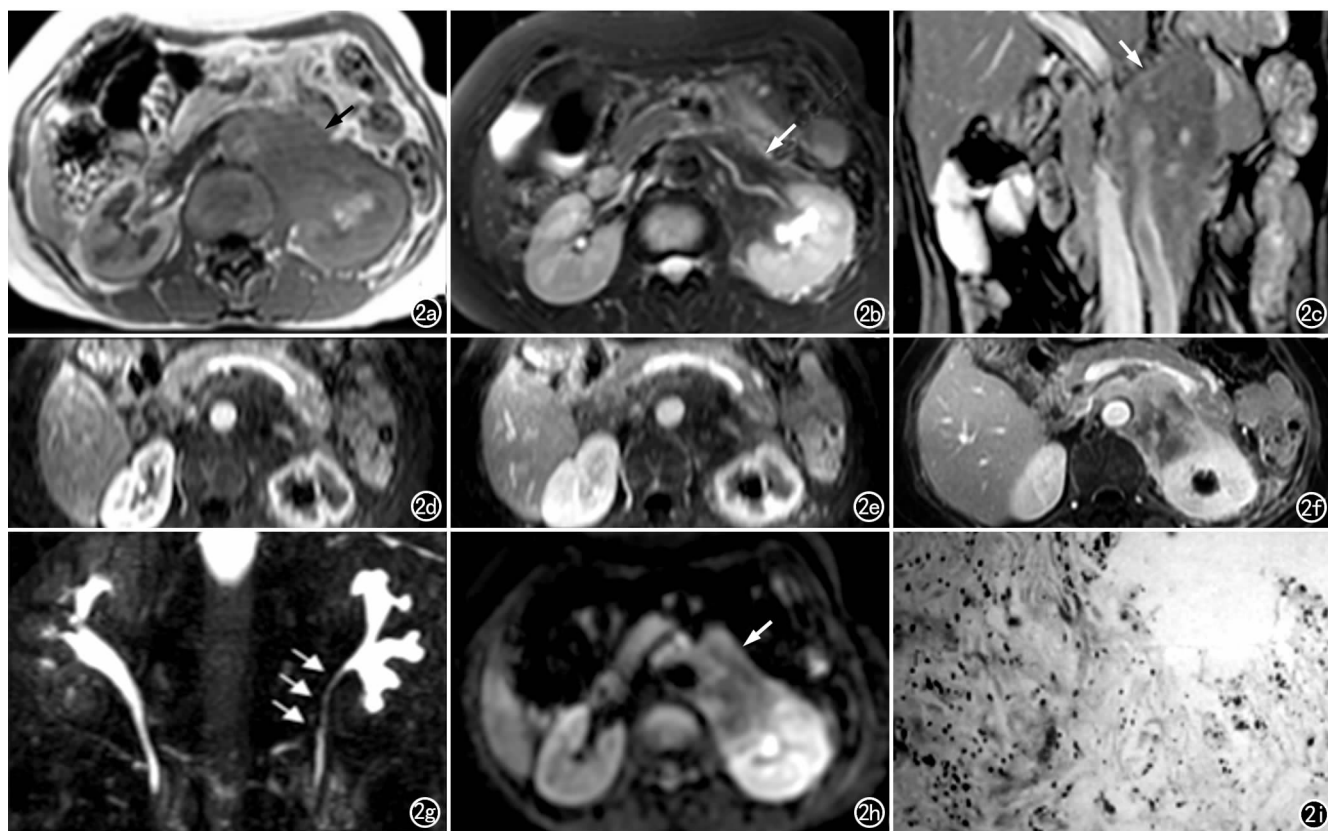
腹膜后纤维化(中晚期病变)。a) T_1 WI 示腹膜后病变呈稍低信号,边界不清(箭); b) T_2 WI 示病变呈低信号(箭); c) FIESTA 示病变(箭)包绕主动脉及左肾门结构,其内包绕的左肾门血管清晰可见,左肾盂轻度积水; d) 增强扫描动脉期示病变无明显强化; e) 静脉期示病变无明显强化; f) 延迟期示病变呈轻度不均匀强化,病变周边部分强化较中央部分明显; g) MRU 示左侧肾盂、肾盏轻度扩张积水; h) DWI 示病变信号不均匀,以低信号为主,周边信号稍高(箭); i) 镜下示纤维组织增生伴大量胶原纤维,有少许炎性细胞浸润($\times 100$, HE)。
